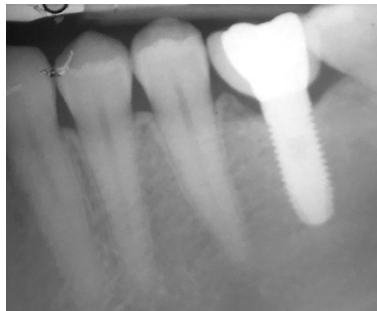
Radiografia peri-apical de um implante saudável.
